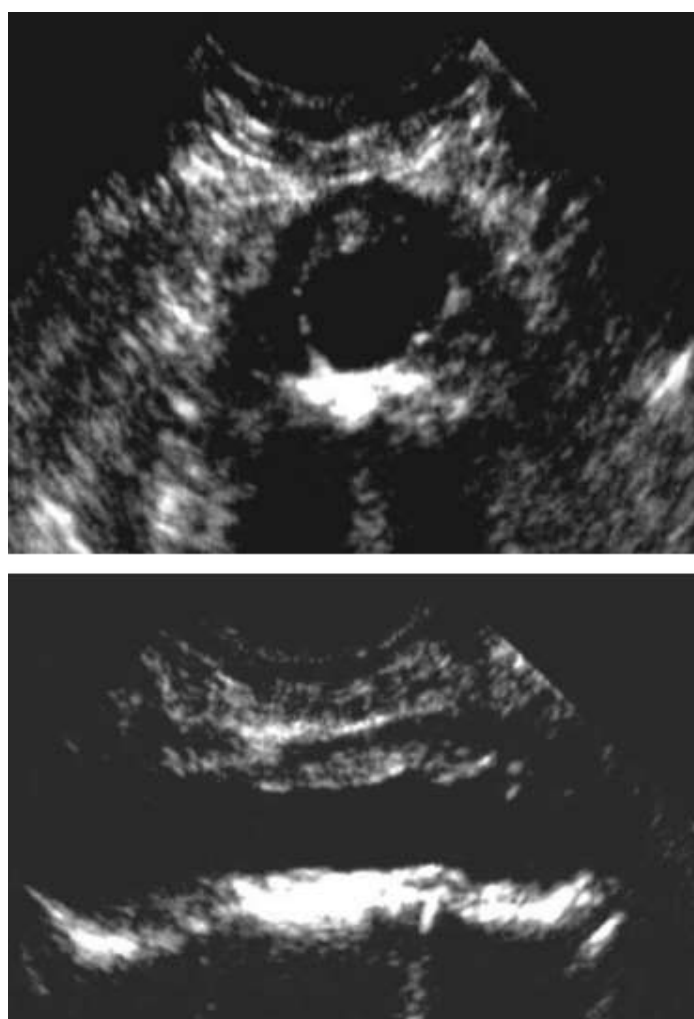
Coupe échographique transversale et longitudinale montrant un anévrisme de l'aorte abdominale entouré d'une plaque de FRP.
